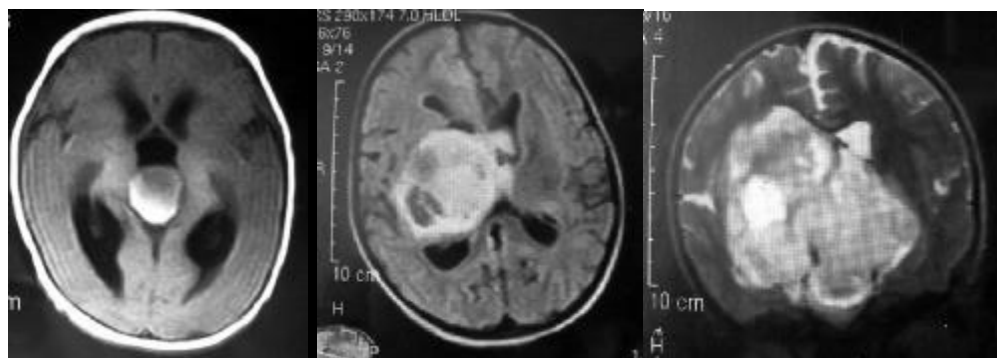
КТ и МРТ больной К. 4-х месяцев при поступлении, через один месяц и 47 дней. Объем опухоли увеличился с 11,5 до 386 см<sup>3</sup>
